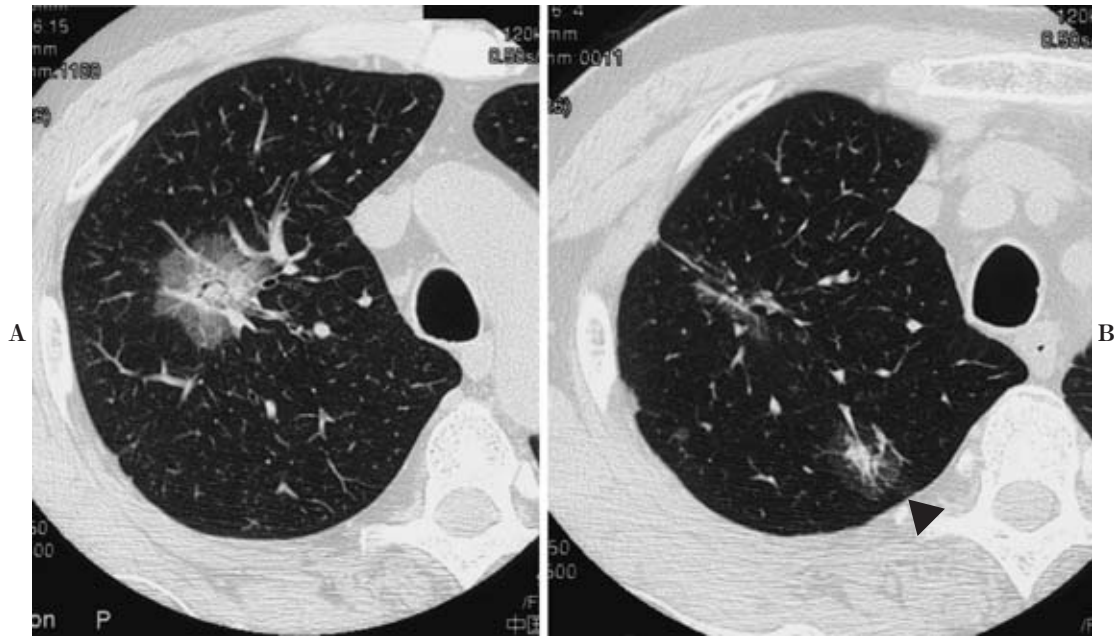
Chest CT in July 2001. A. CT shows the tumor shadow recognized previously. It contains both GGO and a solid component. B. CT also shows a new lesion (arrowhead), with characteristics similar to those of the other shadow.
